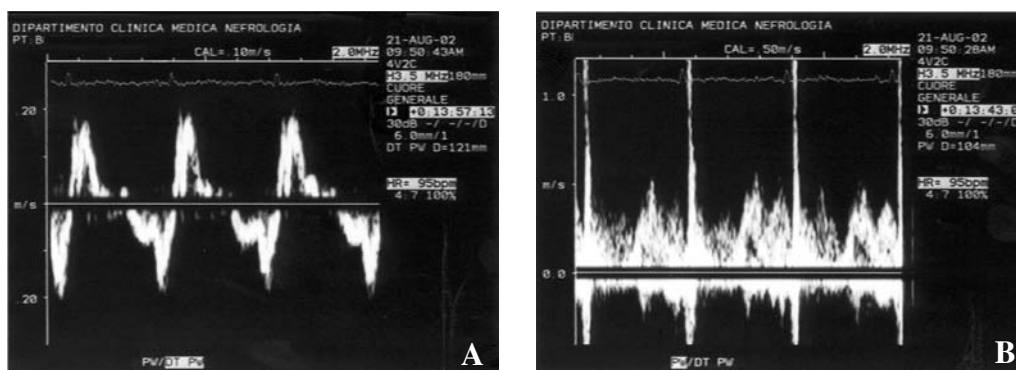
Amiloidosi familiare: analisi della funzione diastolica del ventricolo destro. A: pattern da alterato rilascio al Doppler tissutale valutato sull'anulus tricuspdale laterale. B: pattern normalizzato al Doppler del flusso transtricuspdale.
